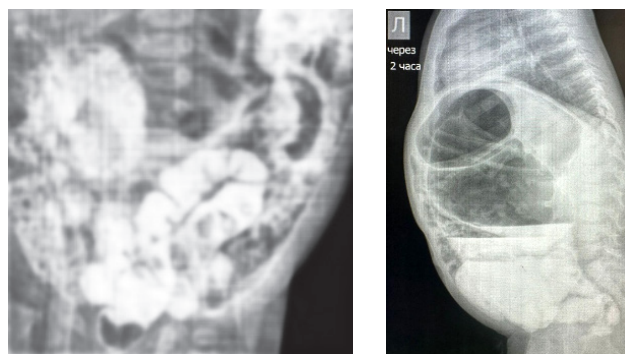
Обзорная рентгенограмма брюшной полости (возраст - 10 месяцев). Признаки низкой кишечной непроходимости, дилатация толстой кишки.
